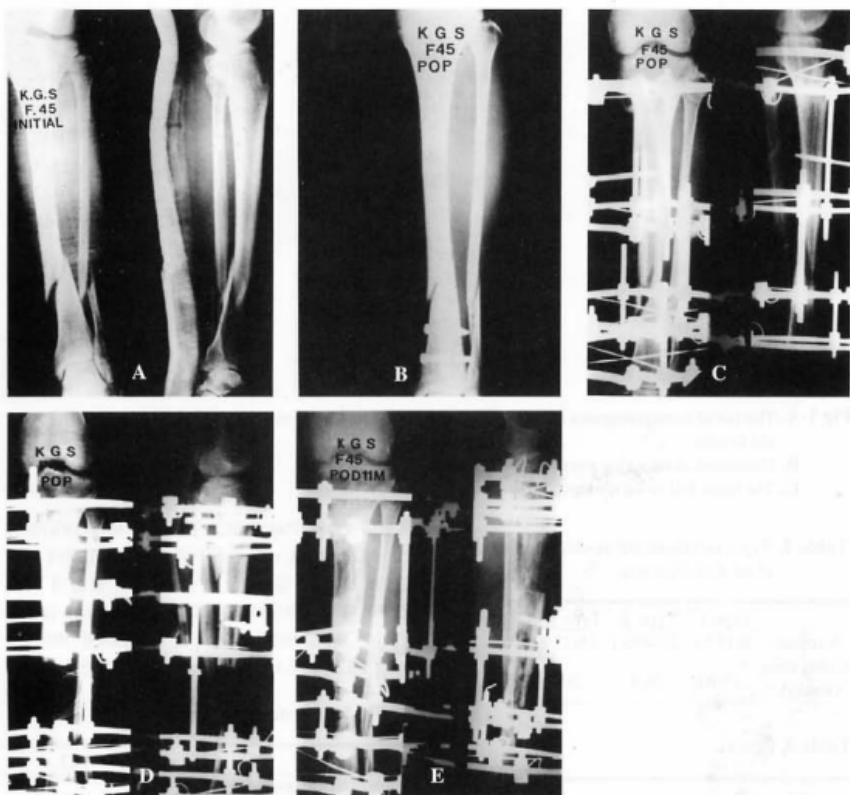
The initial roentgenograms of type II open spiral tibia shaft fracture of a 45-year-old female.
